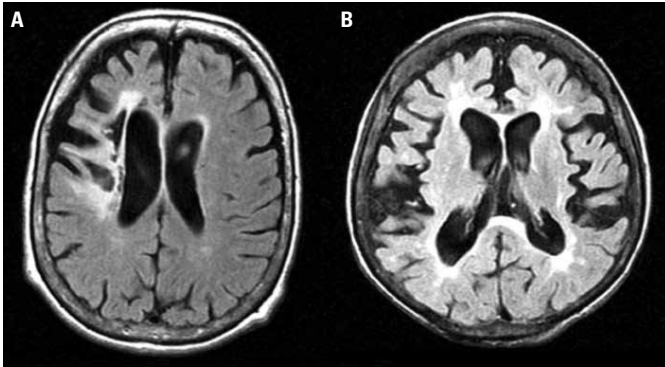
Imagem em FLAIR (A) mostrando infarto corticossubcortical à direita, correspondendo ao território da artéria cerebral anterior com lesão do núcleo caudado. Em alguns indivíduos, a existência de lesão extensa da substância branca se correlaciona à maior atrofia cortical global e ao risco aumento para demência.
